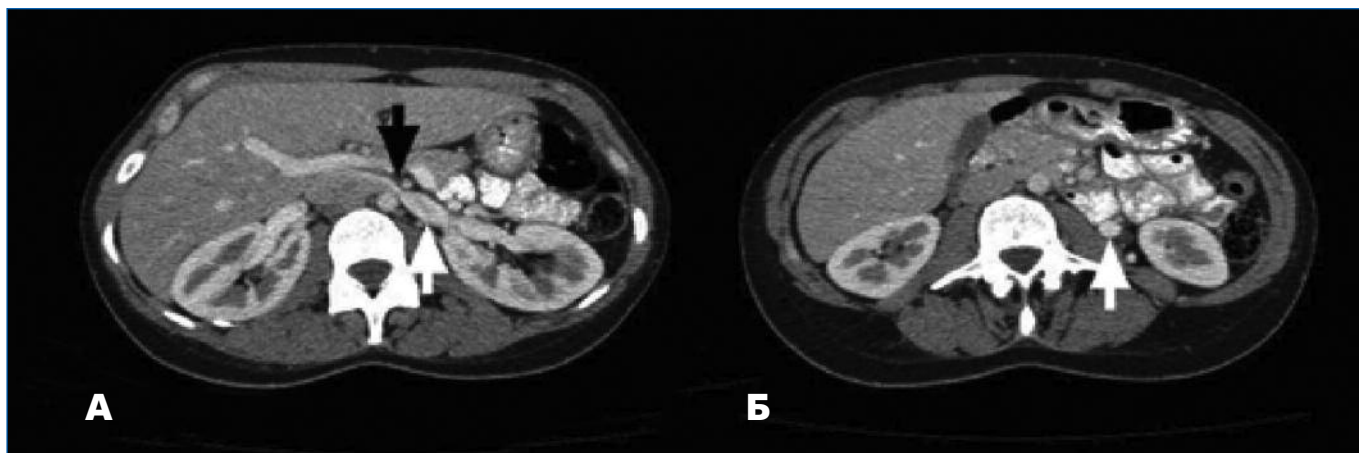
КТ-ангиограмма пациентки с синдромом сдавления ЛПВ в аорто-мезентериальном пинцете. А – Сужение ЛПВ в месте, где сосуд располагается между ВБА и аортой (указано стрелкой черного цвета). Отмечается дилатация проксимального отдела ЛПВ (отмечено стрелкой белого цвета). Б – Дилатация и раннее контрастирование левой яичниковой вены (указано стрелкой белого цвета).
